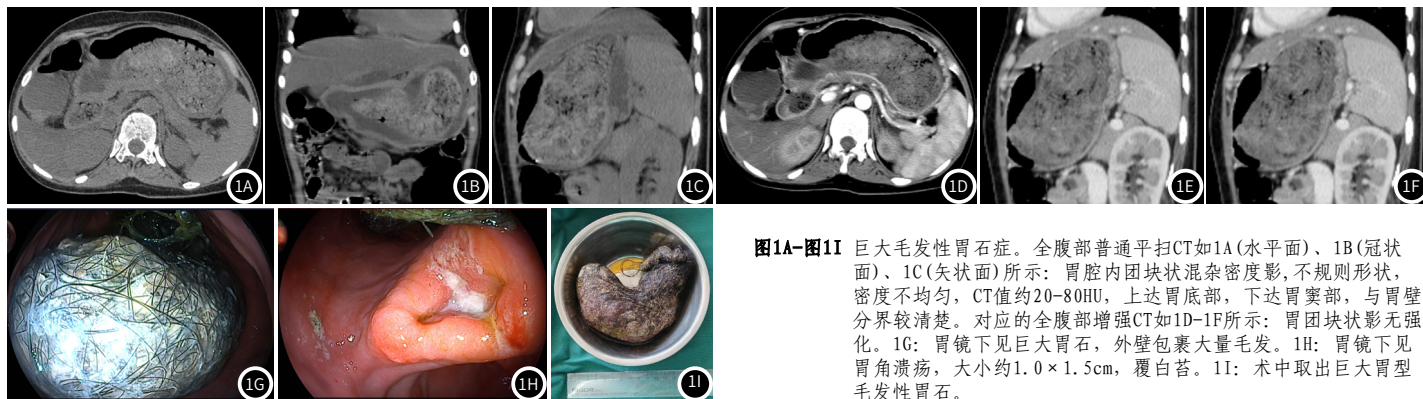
图1I 巨大毛发性胃石症。全腹部普通平扫CT如1A(水平面)、1B(冠状面)、1C(矢状面)所示: 胃腔内团块状混杂密度影, 不规则形状, 密度不均匀, CT值约20-80HU, 上达胃底部, 下达胃窦部, 与胃壁分界较清楚。对应的全腹部增强CT如1D-1F所示: 胃团块状影无强化。1G: 胃镜下见巨大胃石, 外壁包裹大量毛发。1H: 胃镜下见胃角溃疡, 大小约1.0×1.5cm, 覆白苔。1I: 术中取出巨大胃型毛发性胃石。
